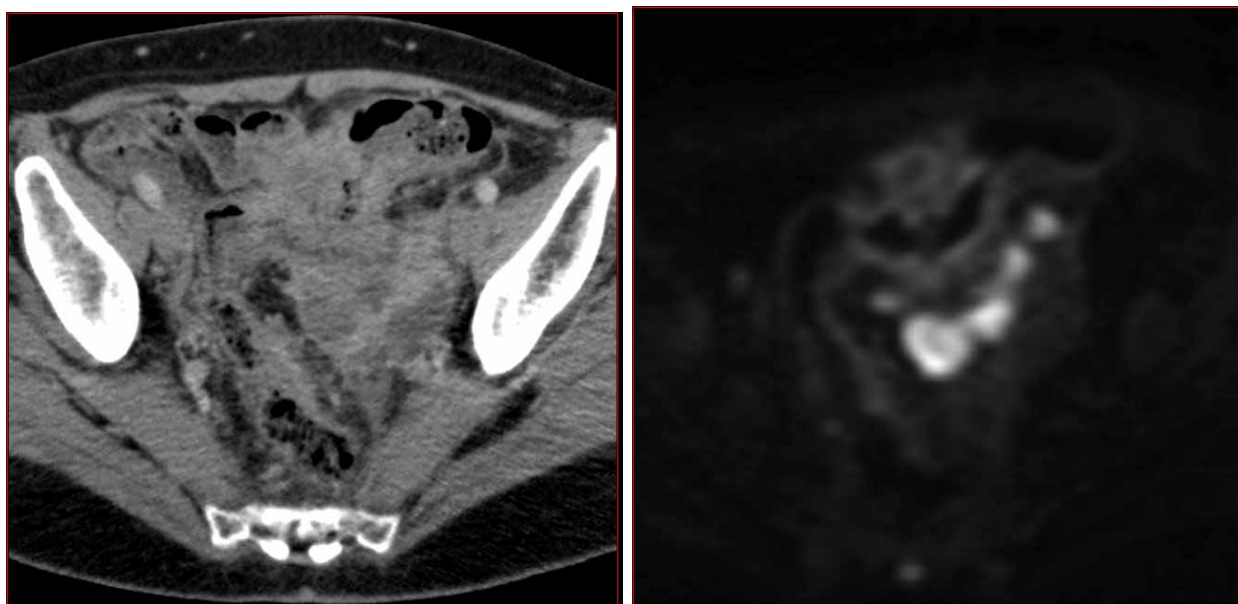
МСКТ опухоль сигмовидной кишки. T2-взвешенное изображение демонстрирует хорошо очерченное поражение в перисигмоидном пространстве. ДВИ получено при значении $b=750$ и демонстрирует высокий сигнал. Choi J.Y., Shim K.H., Kim S.E., Jung H.K., Jung S.A., Yoo K.
